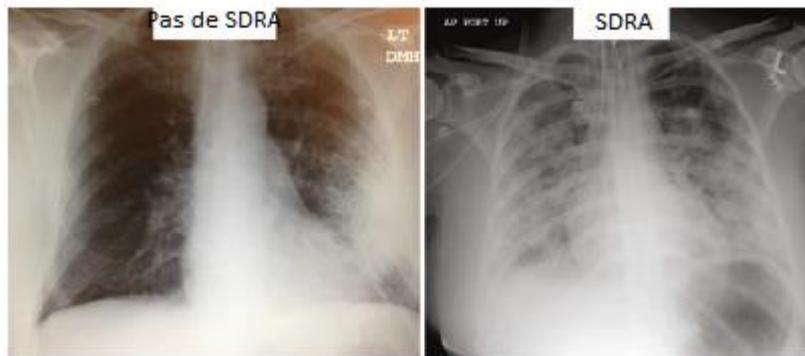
Radiographies du thorax illustrant la différence entre le SDRA et la pneumonie.
